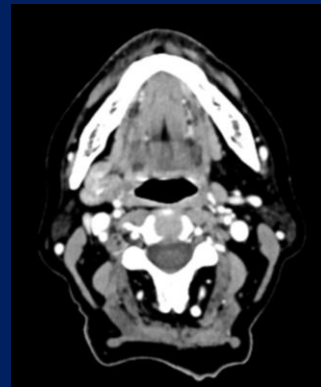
TC maxilofacial, corte axial e janela para tecidos moles, com indefinição da glândula submandibular esquerda.
